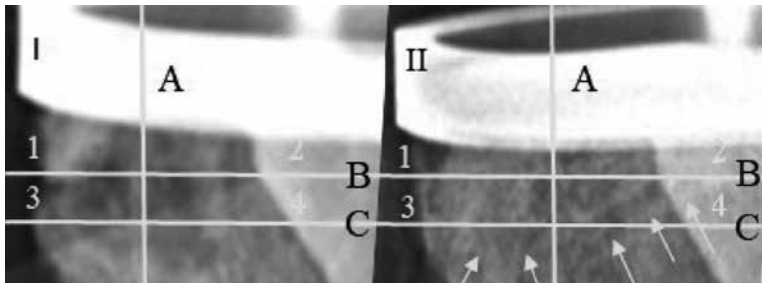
Ремоделирование костного аутотрансплантата в реципиентном ложе на рентгенографии коленного сустава с масштабом 1:6: I – перед выпиской пациента из стационара, II – через 12 месяцев после операции
